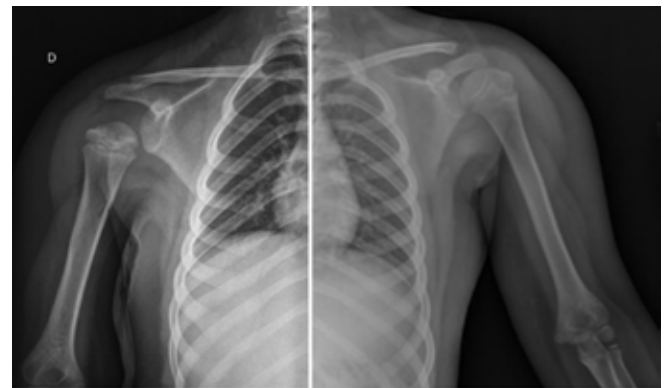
Radiografias comparativas dos ombros e braços, evidenciando assimetria e irregularidade do núcleo epifisário umeral direito.
